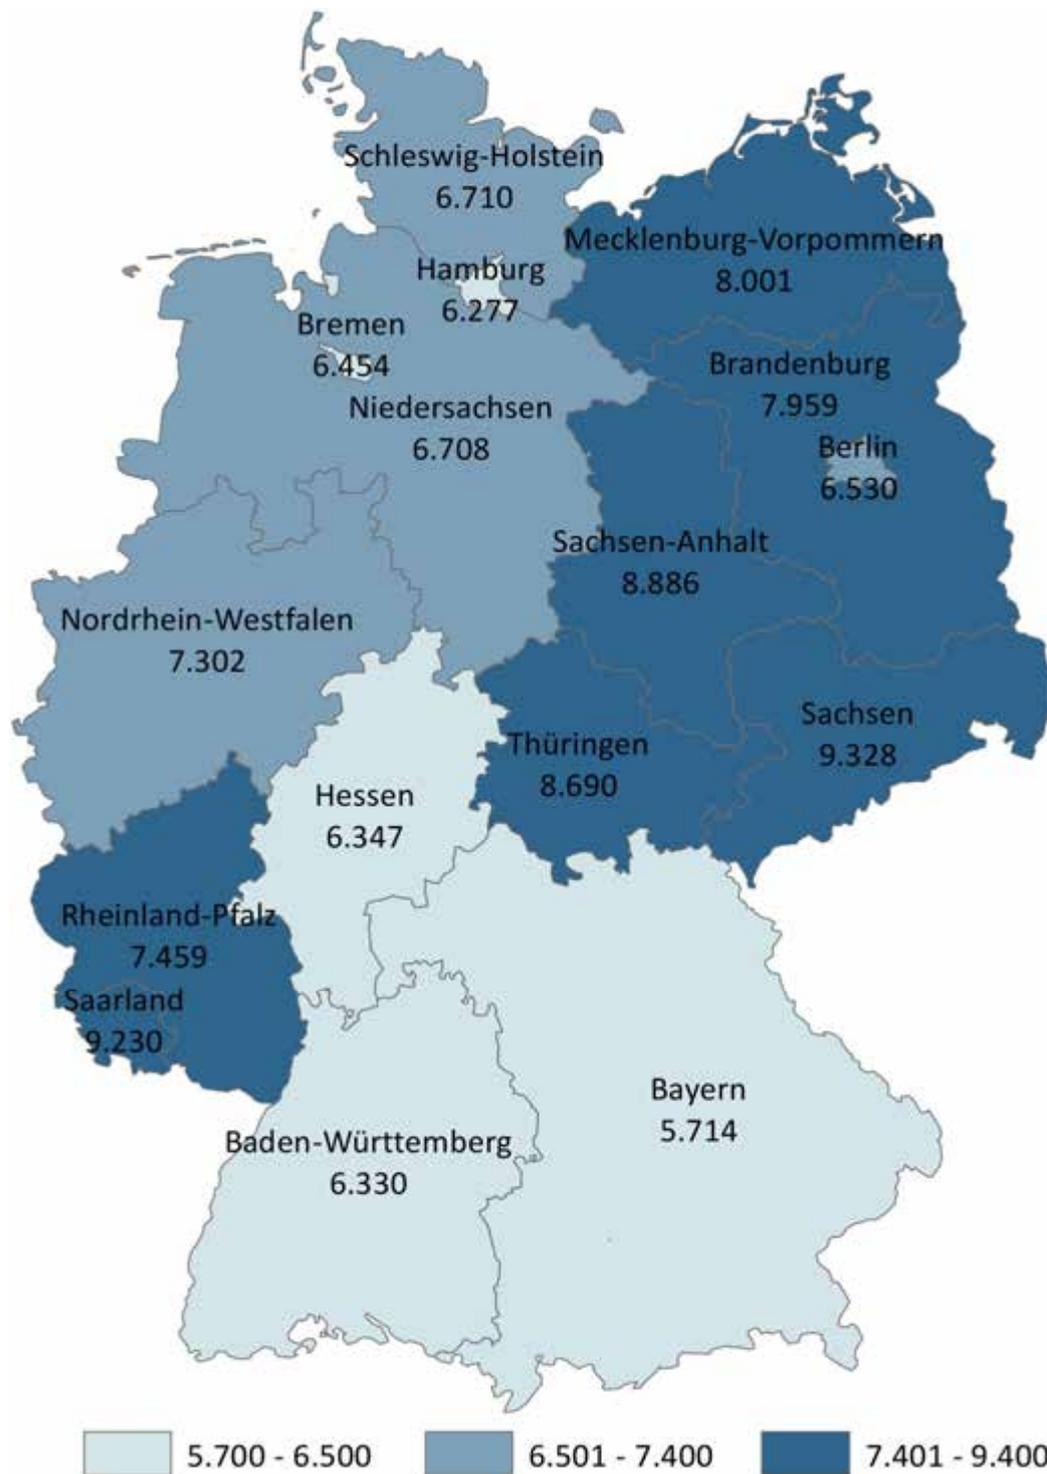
Verordnungsprävalenz je 100.000 Versicherte von Lipidsenkern bei TK-Versicherten nach Bundesländern in 2015
